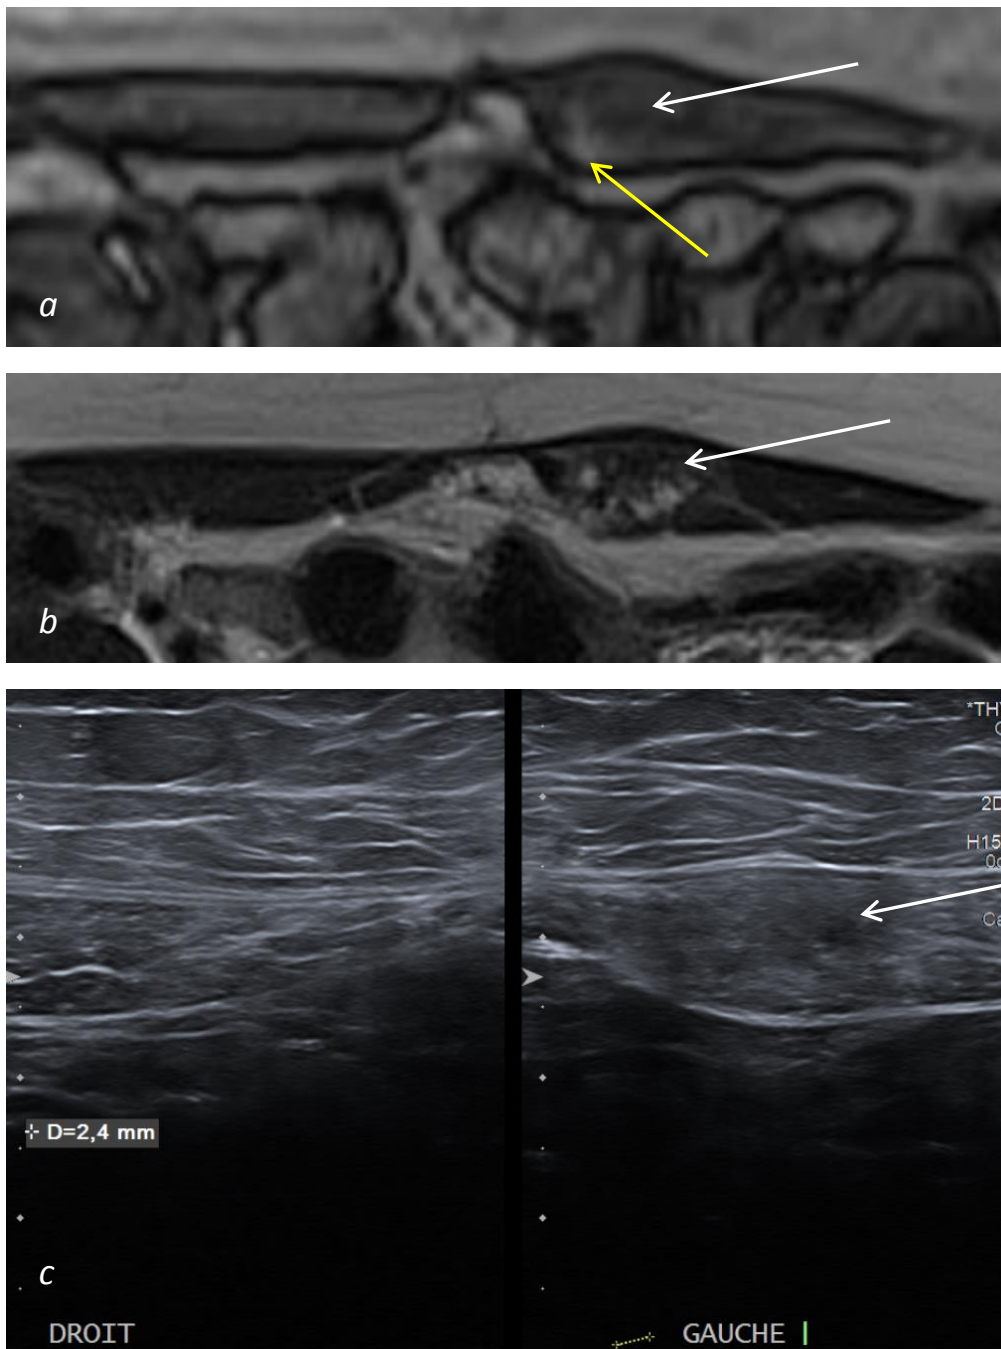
a-b-c : Lésion du grand droit gauche (flèches blanches) en isosignal T1 (a), hypersignal T2 hétérogène (b) avec spots en hypersignal T1 (flèche jaune). Correspondance échographique (c).
